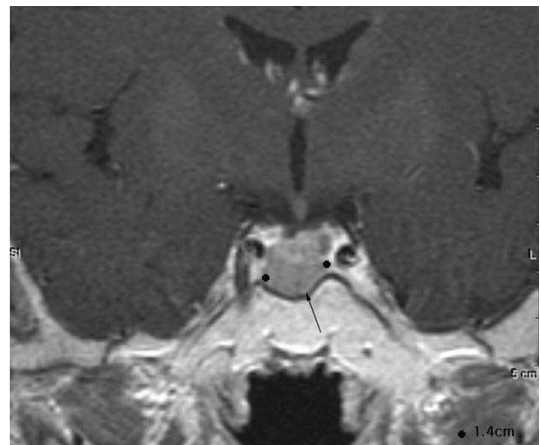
Coronal post-contrast T1-weighted sella MR image. A nodular enhancing lesion (1.4 cm, black arrow) is seen at the pituitary gland, consistent with pituitary adenoma.
